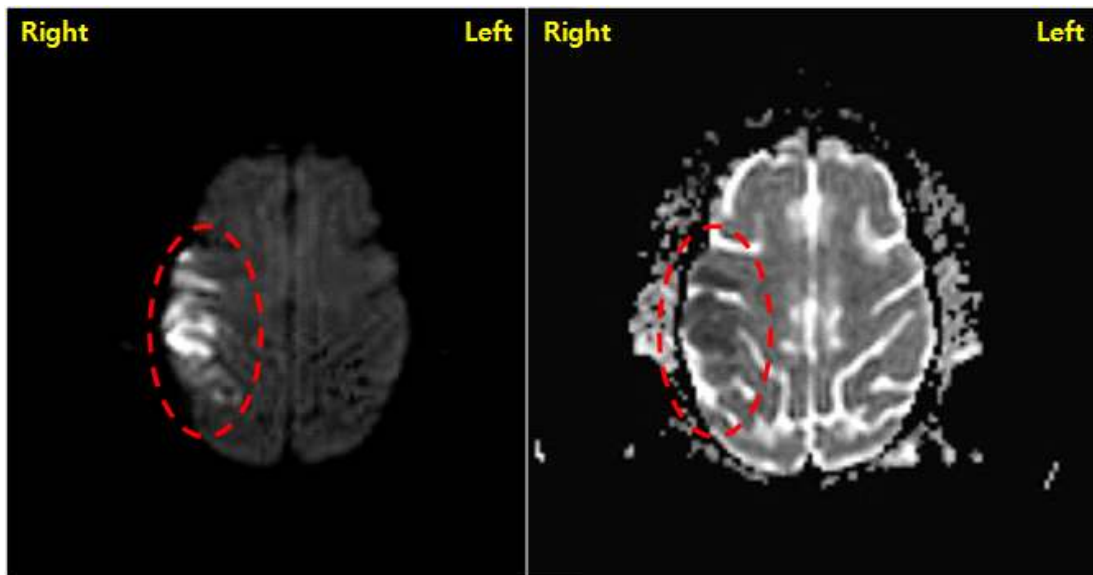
뇌 MRI 촬영을 통한 뇌졸중 유발 확인. Catheter를 삽입한 상태에서 연속적으로 뇌 MRI 촬영을 실시하여 뇌졸중이 유발됨을 확인함.
